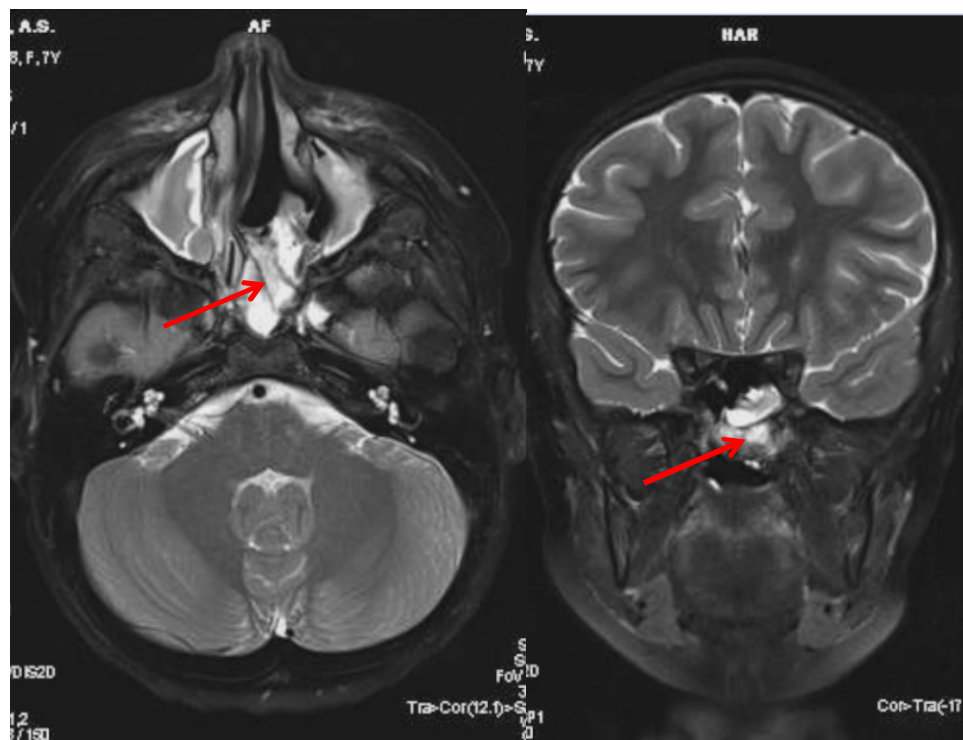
МРТ основания черепа, околоносовых пазух с внутривенным контрастированием пациента М., 6 лет. Диагноз: Рабдомиосаркома носоглотки с распространением в полость носа слева, левую верхнечелюстную пазуху, основную пазуху. T2bT0M0, стадия IIb, III клиническая группа. Рабдомиосаркома носоглотки после проведения 6 курсов химиотерапии
